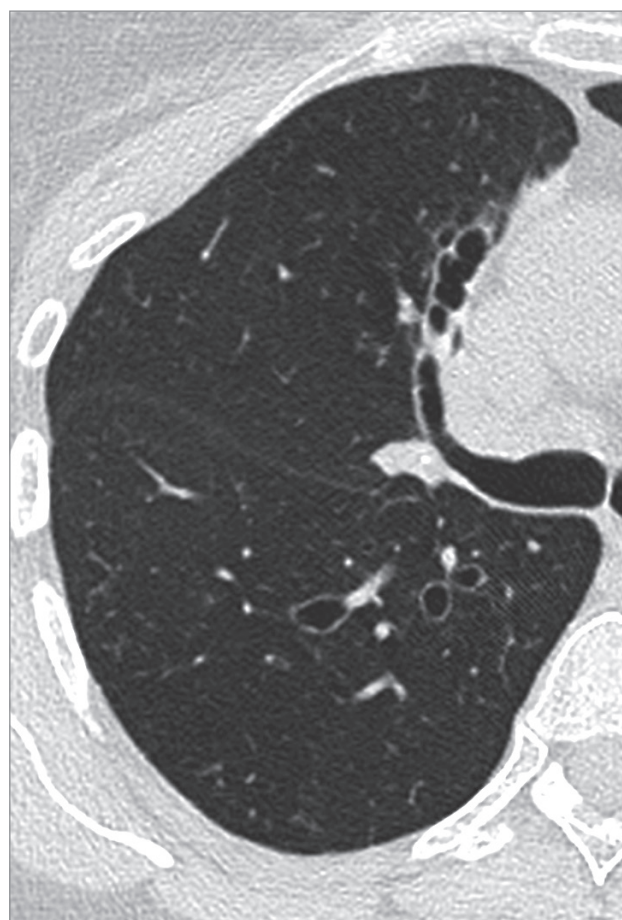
Бронхоэктазы в продольном и поперечном сечении при компьютерной томографии высокого разрешения
